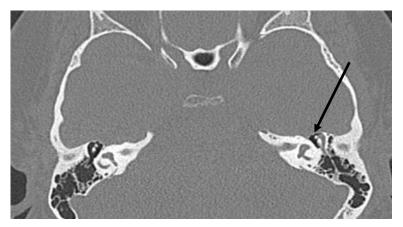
Компьютерная томография, аксиальная проекция. Дополнительный компонент с чётким, овоидным, выпуклым контуром, однородный, расположен в антруме слева
